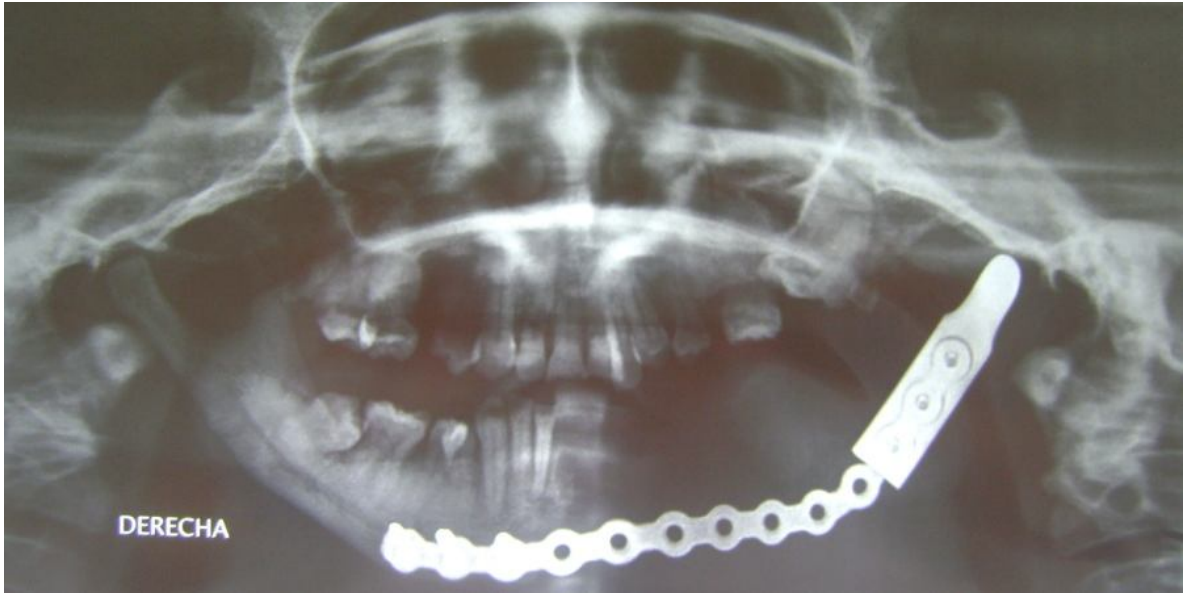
Ortopantomografía de control
